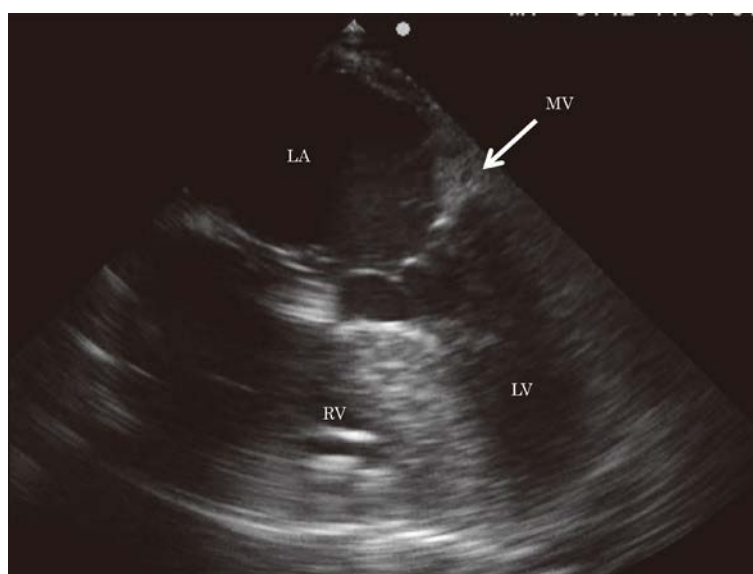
腫瘍摘出後の経食道心臓超音波検査(四腔像)
